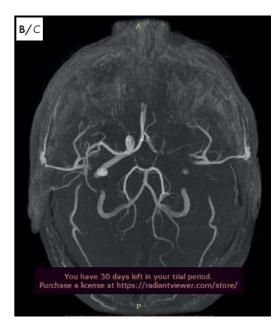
Результаты MPT головного мозга и KT в ангиорежиме: A, Б — MPT картина OHMK по ишемическом типу в бассейне левой средней мозговой артерии. Вероятно, гипоплазия левых внутренних сонных артерий и средней мозговой артерии; В — KT в ангиорежиме — окклюзия левой средней мозговой артерии Figure 2. Visualization (MRI and CT) of the brain and its vessels: A, B — MRI picture of acute ischemic cerebral circulation disorder in the basin of the left middle cerebral artery. Most likely hypoplasia of the left internal carotid arteries and the middle cerebral artery; C — CT with the phenomena of occlusion of the arteries of the brain
